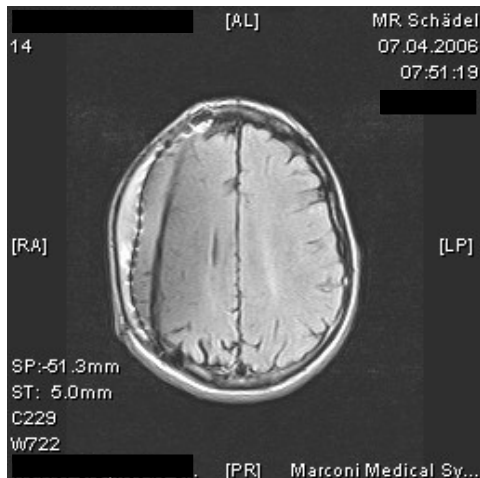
Leichte Ausbildung von Suszeptibilitätsartefakten unterhalb der Cranio Top®-Plastik in der FLAIR/T/FSE Einstellung
